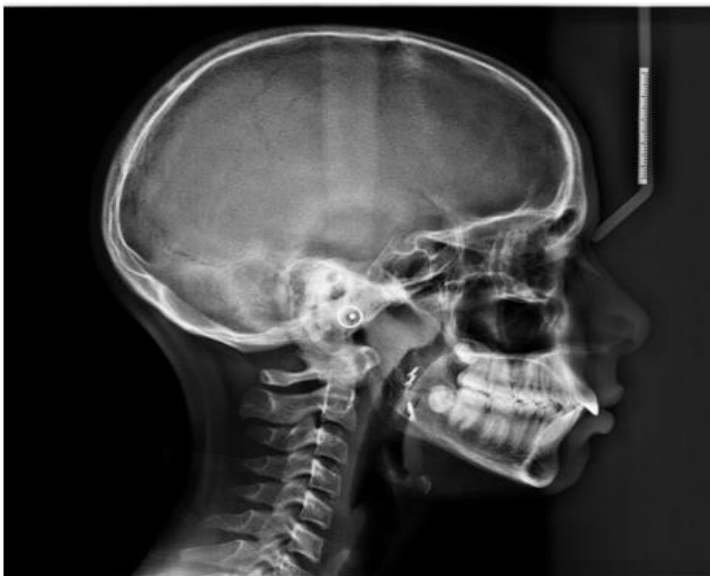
Imagen de radiografía de lateral de cráneo²¹
